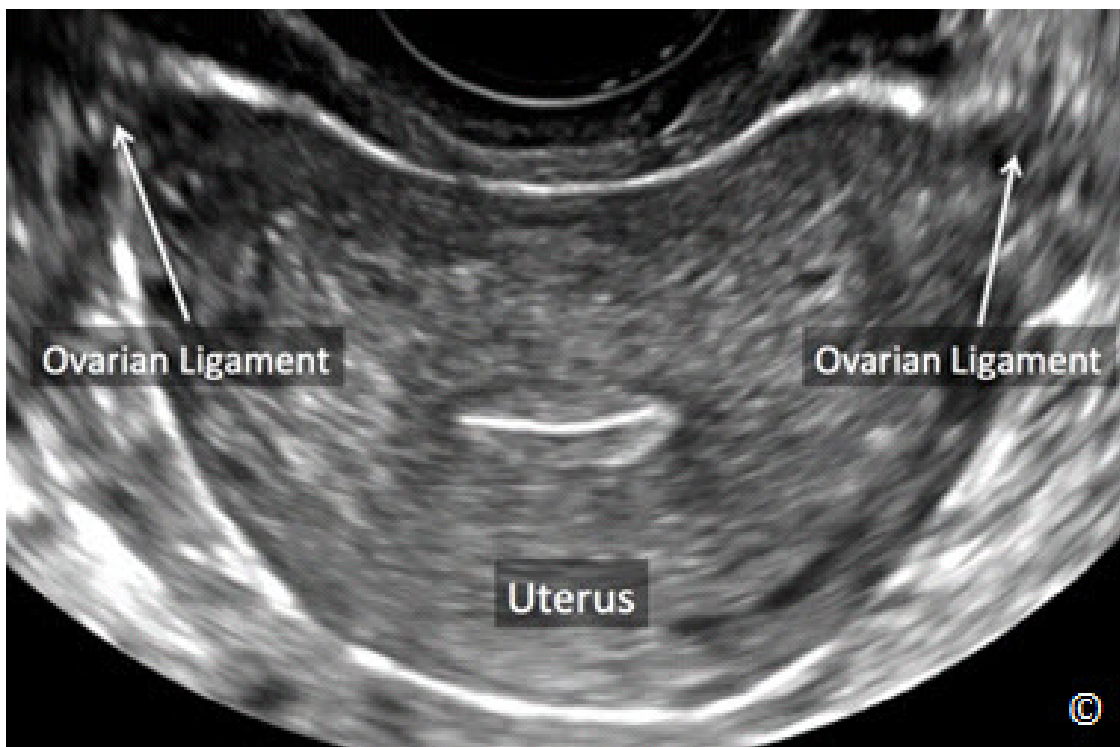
Ultrasonido transvaginal de un plano transverso del útero (rotulado) que muestra los ligamentos ováricos (rotulados) como líneas curvas, delgadas e hipoeoicas.
